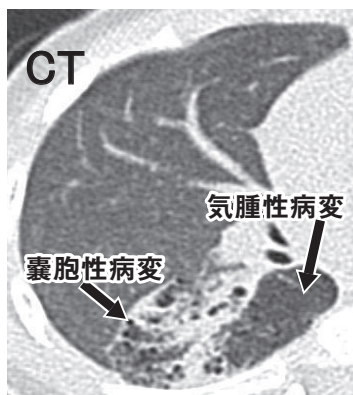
CCAM2型を合併したB⁶気管支閉鎖症例の術前CT
